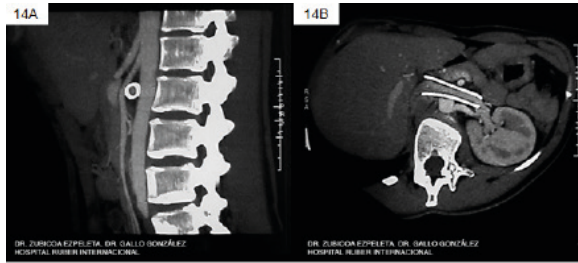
Angioplastia con Wallstent de vena renal izquierda como tratamiento de SNC. En 14A la TAC muestra el desplazamiento anterior de la arteria mesentérica superior abriendo el Com AoM. En 14B, se observa también en otro corte el mismo efecto. Gentileza del Dr. Zubicoa Ezpeleta y del Dr. Gallo González. Hospital Ruber Internacional (Madrid, España).
